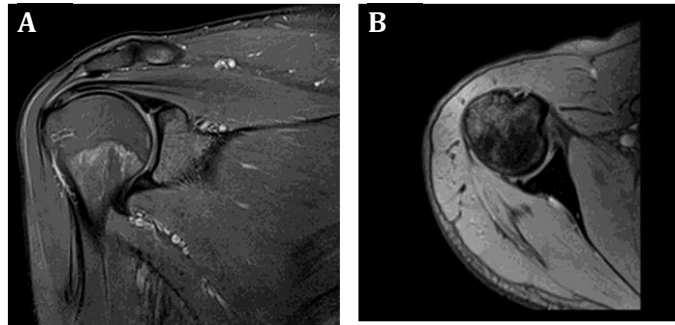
Resonancias magnéticas mostrando la articulación glenohumeral. (A) coronal, (B) transversal.
